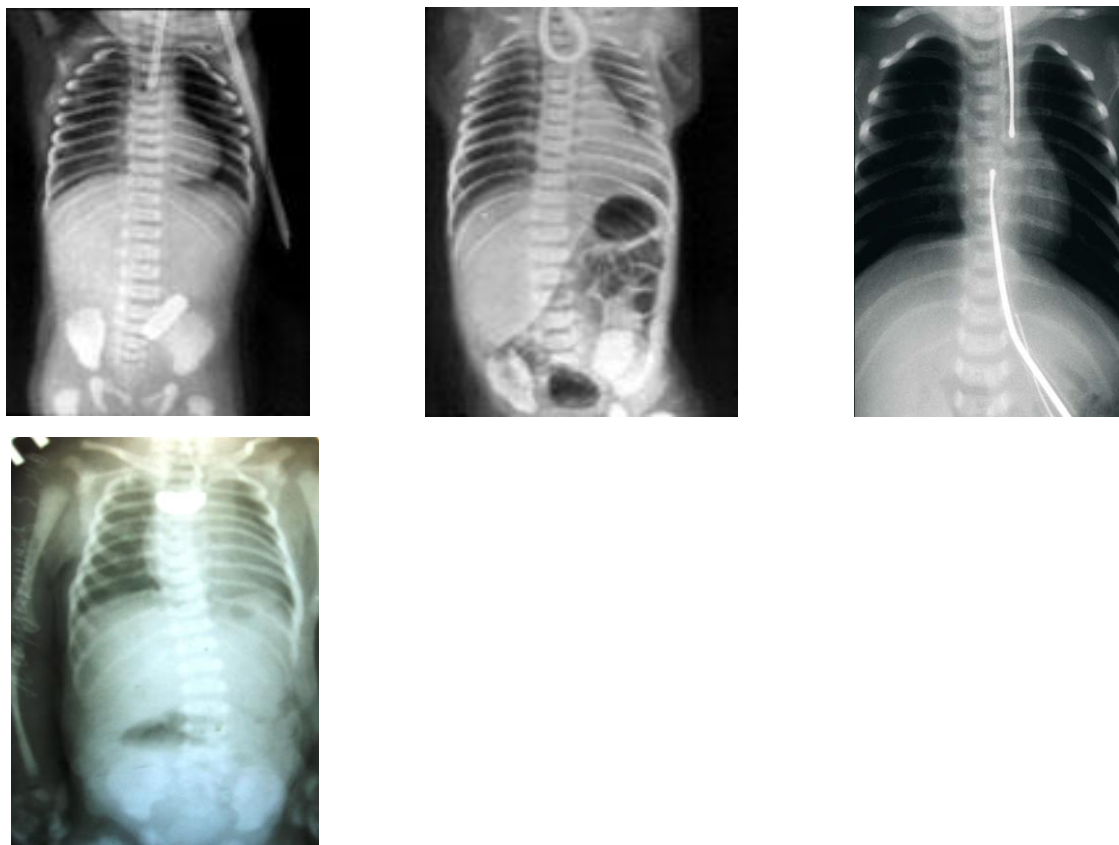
Рентгенограммы атрезий пищевода
